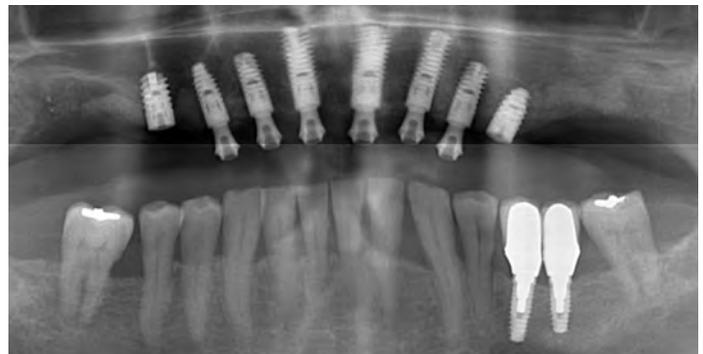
Röntgenaufnahme 6 Monate nach dem Eingriff.
